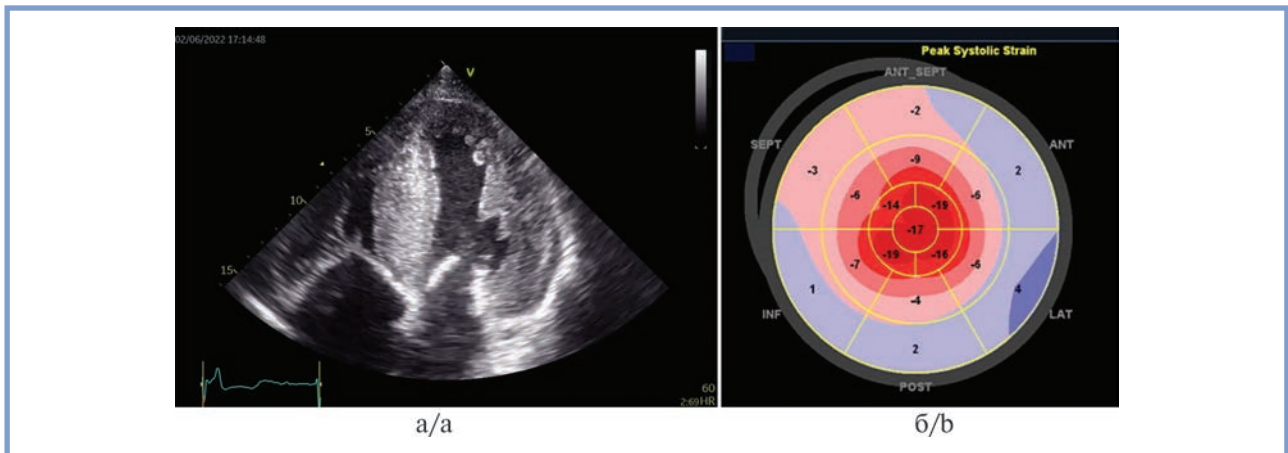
Эхокардиограмма больного П.
